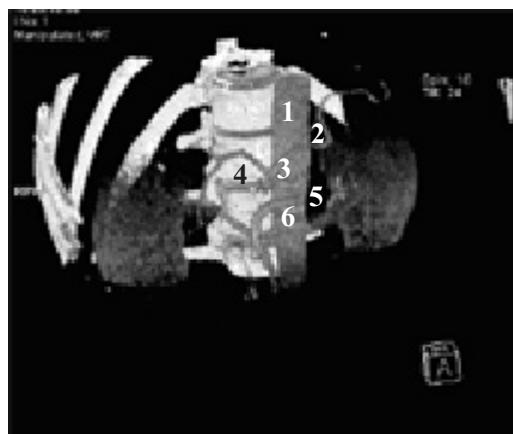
Трехмерная КТ-ангиограмма пациента Д. Инвазия раковой опухоли желудка в селезеночную артерию 4-й степени: 1 – аорта; 2 – левая желудочная артерия; 3 – чревный ствол; 4 – общепеченочная артерия; 5 – селезеночная артерия (визуализируется небольшой отрезок, далее полное сужение просвета); 6 – верхняя брыжеечная артерия.
